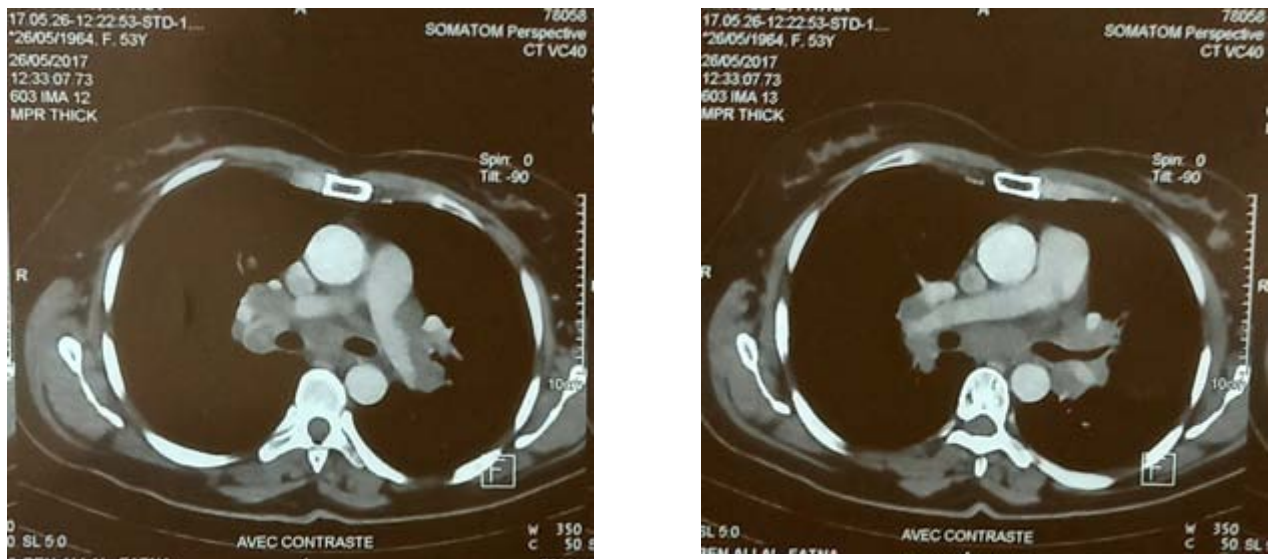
TDM thoracique en coupe axiale montrant des ADP médiastinales sous-carinaire et hilaires chez un patient au service de chirurgie thoracique à l'hôpital Avicenne de Marrakech.
